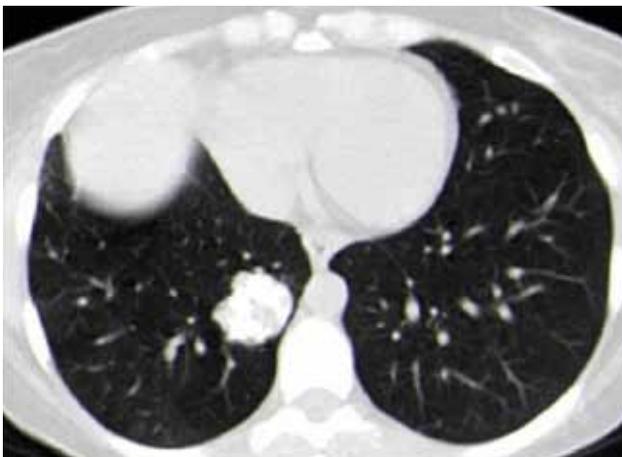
Компьютерная томография грудной клетки пациентки № 6, нативная фаза сканирования, аксиальный срез. В нижней доле правого легкого единичная кальцинированная хондрома до 3,5 см
